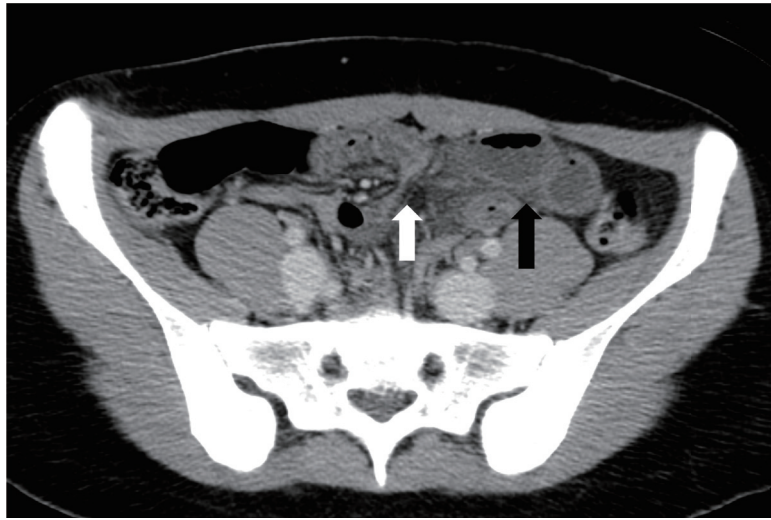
来院時腹部造影 CT 検査所見：下腹部正中に始点と終点（白矢印）がみられ、造影効果の低下した closed loop の形成（黒矢印）を認める。
